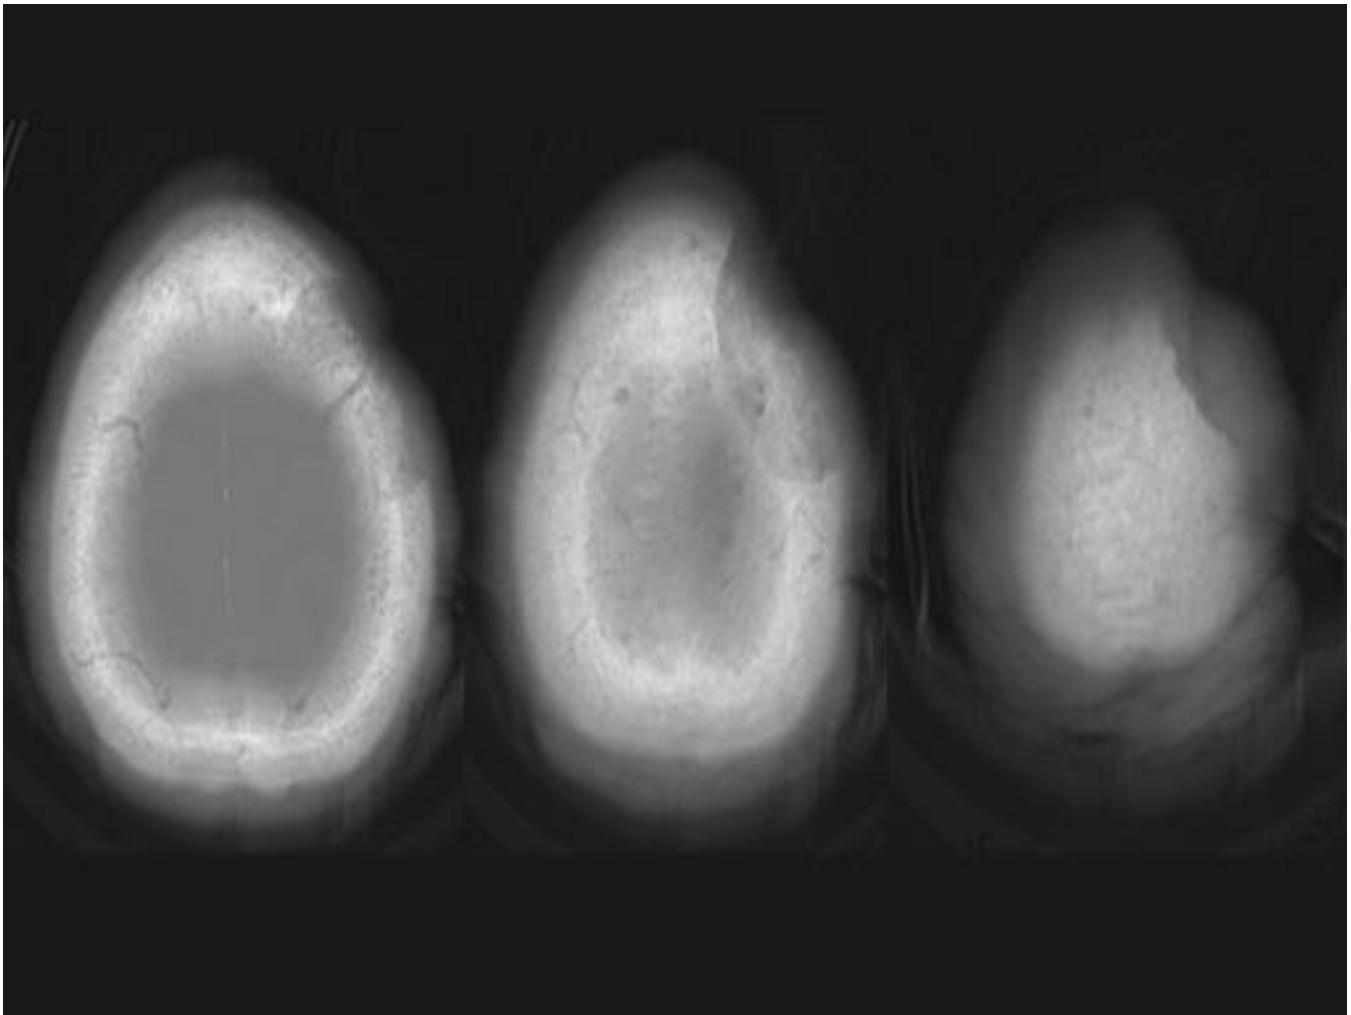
Mujer de 86 años con Demencia leve. Se realizó TC Craneal sin CIV, no se visualiza como hallazgo patológico en diploe parietal alto izquierdo, una lesión osteolítica con pequeña masa de partes blandas asociada que no fue detectada en ese momento. Se describe en un TC de control posterior. .
